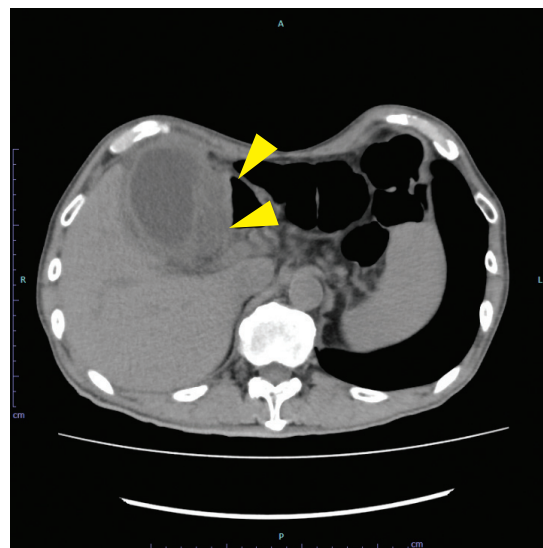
胆嚢周囲膿瘍を伴う急性胆嚢炎の単純 CT 所見
